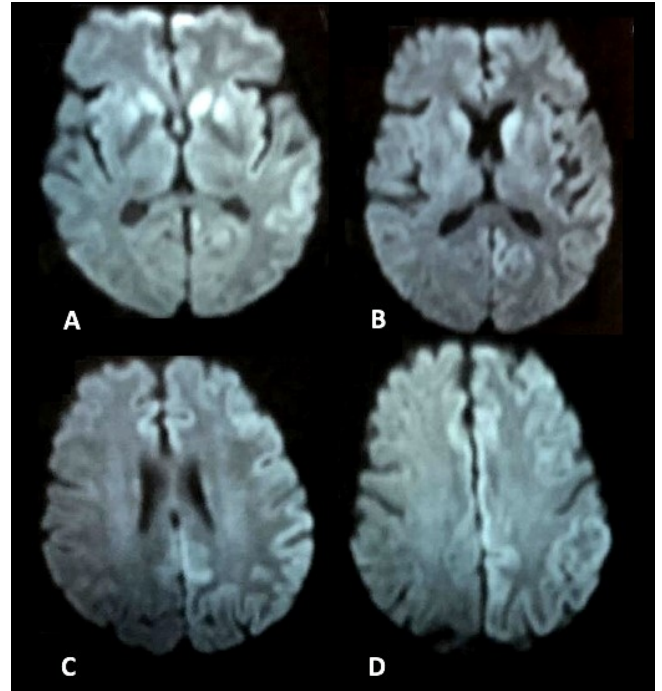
RM en secuencia difusión muestra lesiones hiperintensas bilaterales en ganglios basales (A y B) e hiperintensidad difusa cortical de predominio fronto-parieto-temporal izquierdo (C y D).
